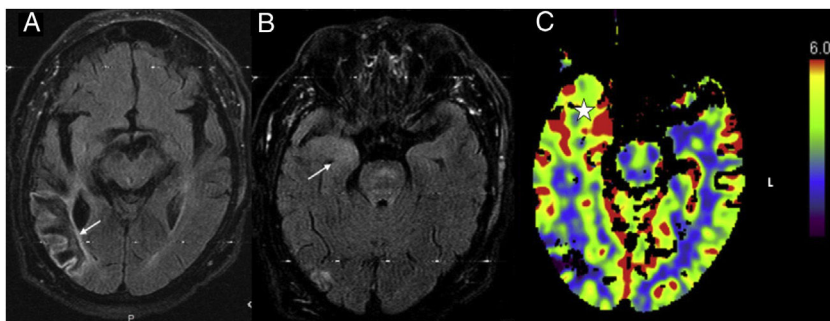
Cambios asociados a estatus epiléptico. Paciente con antecedente de lesión isquémica antigua en región temporoparietal derecha que presenta clínica de estatus epiléptico. A) FLAIR axial donde se observa la lesión isquémica antigua (flecha). B) FLAIR axial en una imagen a nivel de hipocampos donde se aprecia una alteración de la señal FLAIR en el hipocampo y amígdala derecha (flecha blanca). C) Mapa de volumen sanguíneo cerebral (VSC) relativo, obtenido con TC de perfusión, en el que se aprecia un aumento del volumen sanguíneo en el polo temporal derecho (estrella); este aumento del VSC ayuda a diferenciarlo de un tumor de bajo grado. La localización de la lesión en el hipocampo junto con este aumento de perfusión y el patrón eléctrico de estatus epiléptico sugieren que se trate de cambios poststatus. En este paciente no fue posible realizar seguimiento en nuestro hospital y no hay confirmación histológica.
